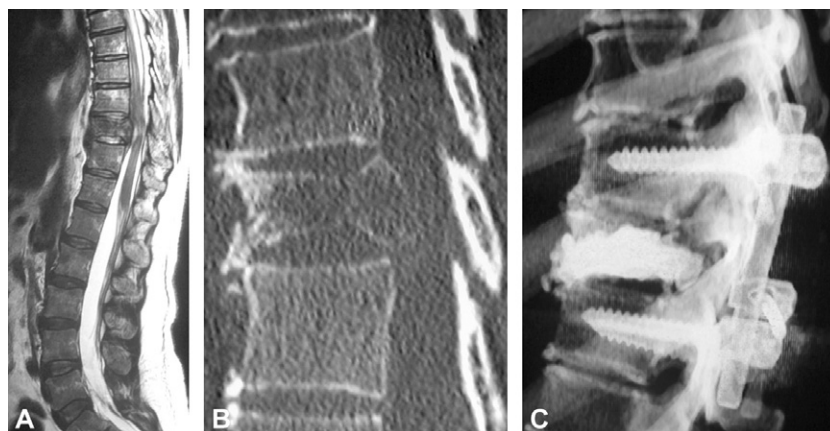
Patient n° 14 : il s'agit d'une femme souffrant d'un cancer du sein avec métastase de T11 révélée par une douleur et une paraparésie (grade de Frankel : D). A. IRM en coupe sagittale, confirmant la compression médullaire. B. tomodynamétrie (TDM) en reconstruction sagittale montrant la fracture pathologique de T11. C. TDM en reconstruction 3D postopératoire.
